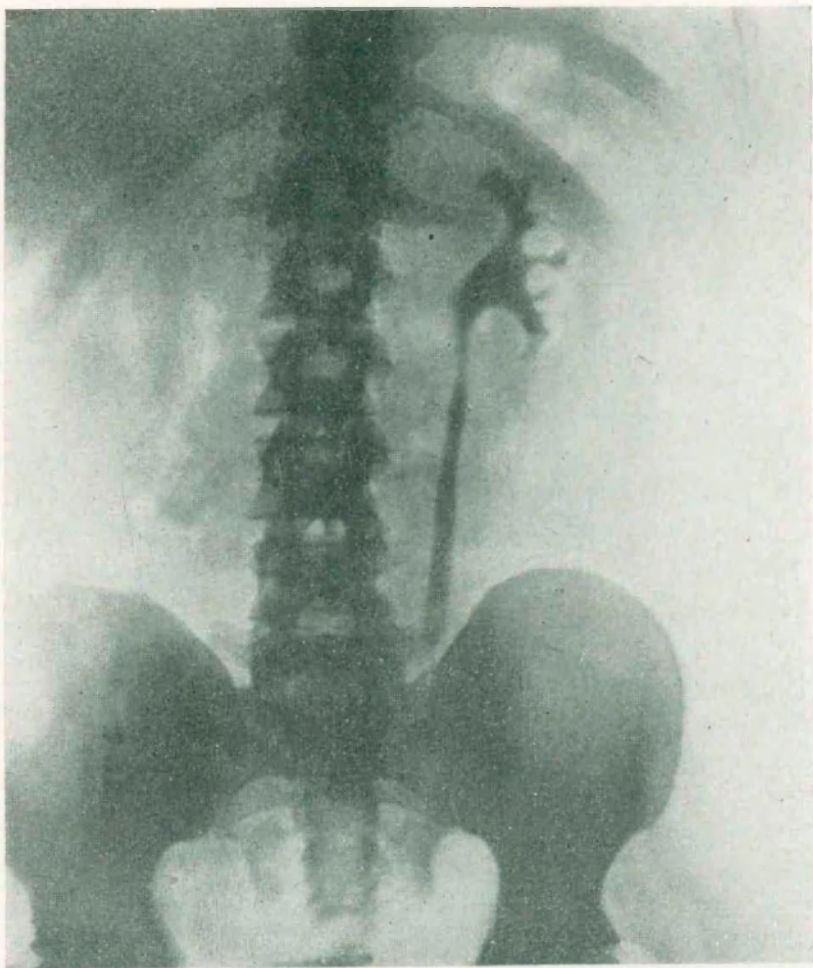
Observación II. — *Pielografía retrógrada.* Inmediatamente después de obtenida la radiografía anterior (figura 5), se retira la sonda ureteral, y a los 10 minutos se lleva a cabo el control de la evacuación. Se observa el retardo de la misma, vale decir, que se confirma la existencia de una *uroectasia*, por *obstrucción ureteral* a nivel de la articulación sacro-ilíaca izquierda.
